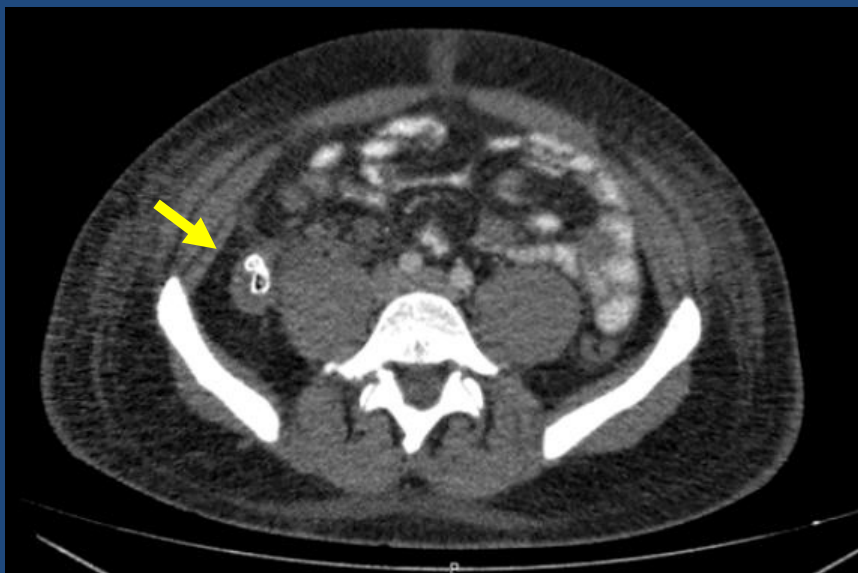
Tomografía computada multidetector (TCMD) con contraste endovenoso. Estructura apendicular dilatada con apendicolitos, que alcanza los 17 mm de diámetro.
